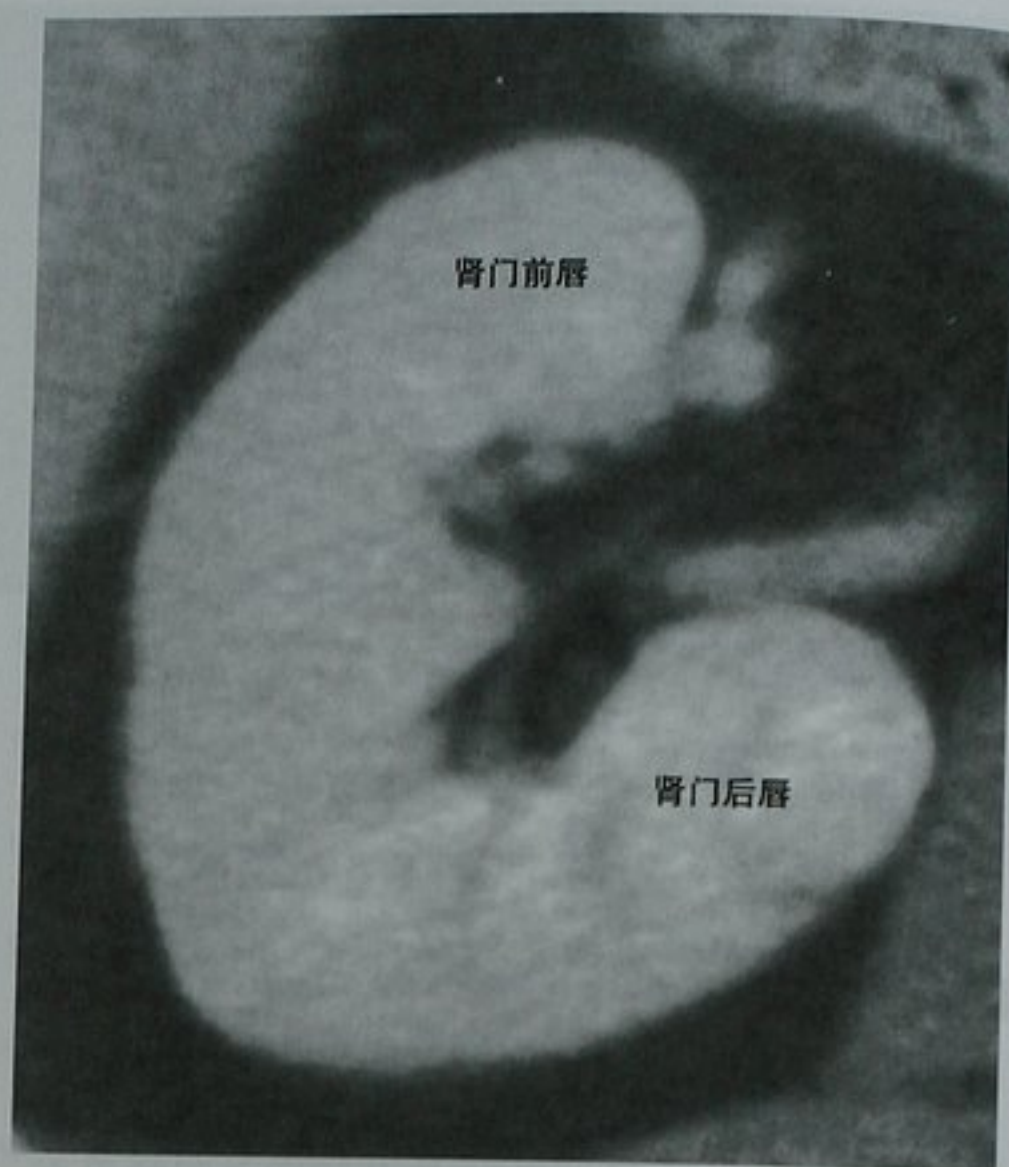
增强 CT 右肾横断位图像显示肾门解剖
